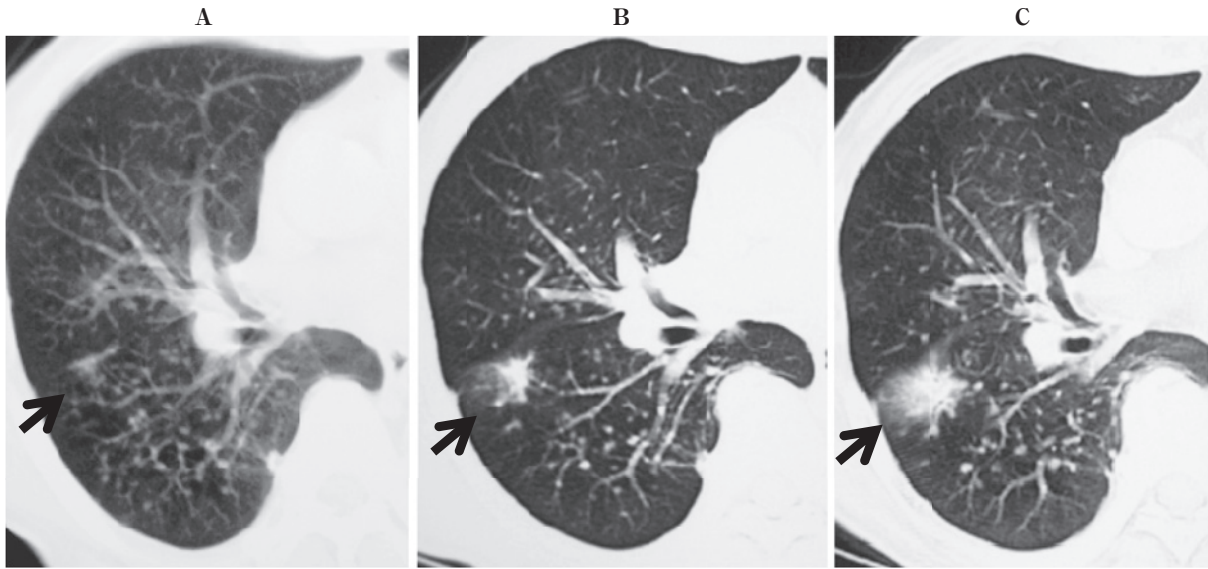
A: 2003. B: 2007. C: 2009. Chest computed tomography shows a nodular shadow in the right S₆ (arrows) which gradually enlarged, and multiple small nodular shadows (suspected pneumoconiosis).
